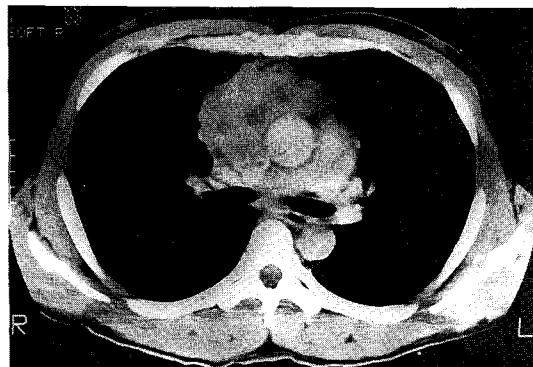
Chest CT scan shows 10x8x6 cm sized lobulated right anterior mediastinal mass compressing superior vena cava.
